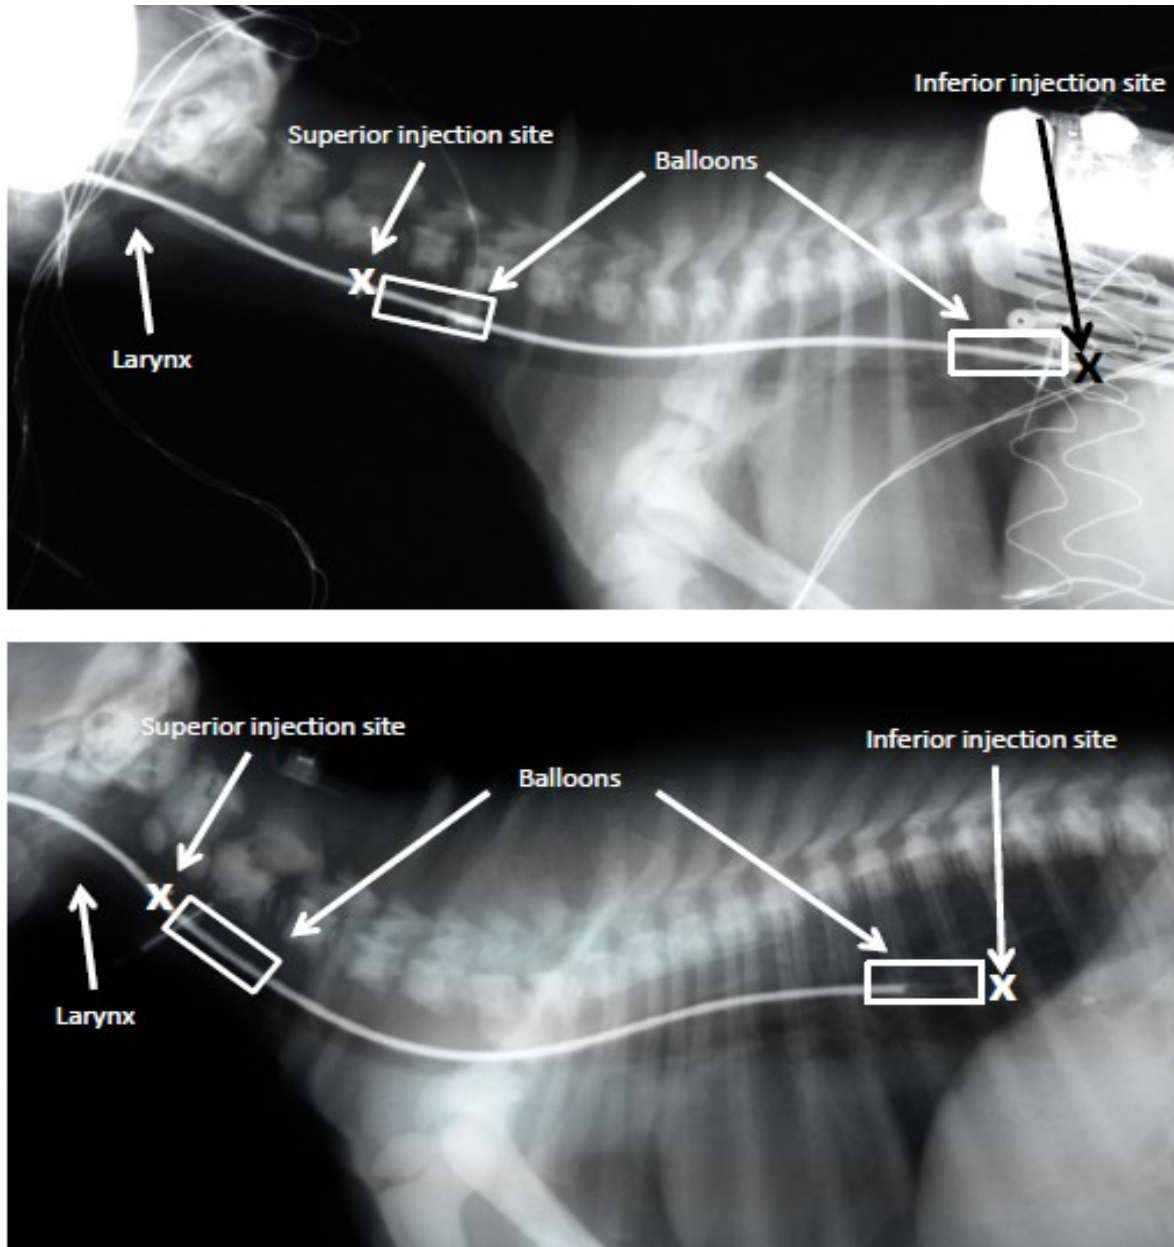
X-ray images showing nasoesophageal catheter placement in a full-term lamb (x, superior and inferior injection sites; □, balloon location). The superior injection site and balloon were placed in the upper one-third of the esophagus, whereas the inferior site and balloon were placed in the lower one-third. The catheter is completely (*top*) or partially (*bottom*) filled with radio-opaque barium solution.
